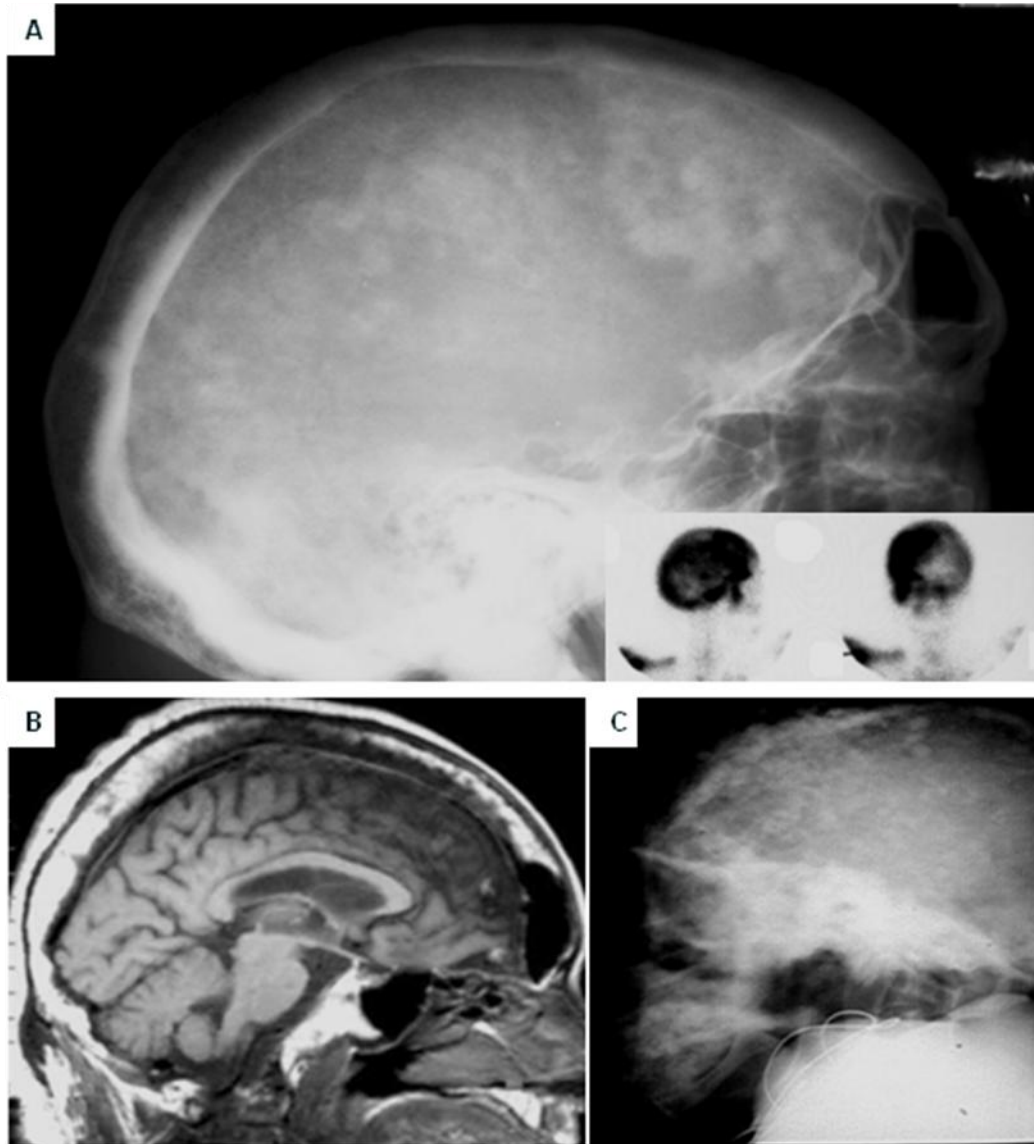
16. A. Radiografía de cráneo, Hay una gran área radiolúcida con pequeñas áreas densas en su interior. La gammagrafía demuestra un incremento en la captación del radiofármaco característico de la enfermedad de Paget en fase activa. B. Imagen de RM del mismo paciente. La calota craneana está engrosada por aumento del espacio medular. C. Radiografía de cráneo, múltiples áreas escleróticas y difusas en el calvarium, con típico aspecto de algodón, enfermedad de Paget fase esclerótica. Los diagnósticos diferenciales incluyen metástasis osteoblásticas, hiperostosis frontal, displasia fibrosa y linfoma.
